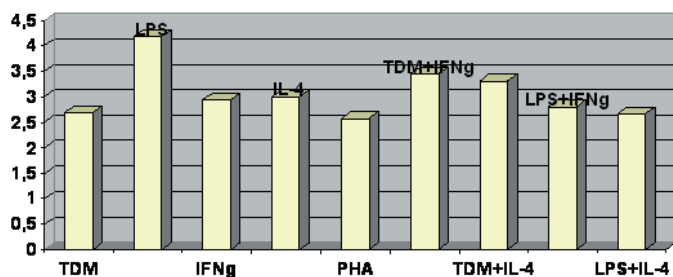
Уровень экспрессии гена MCP-1 при стимуляции TDM, LPS, IFNg, IL-4, PHA, TDM+IFNg, TDM+IL-4, LPS+IFNg, LPS+IL-4
